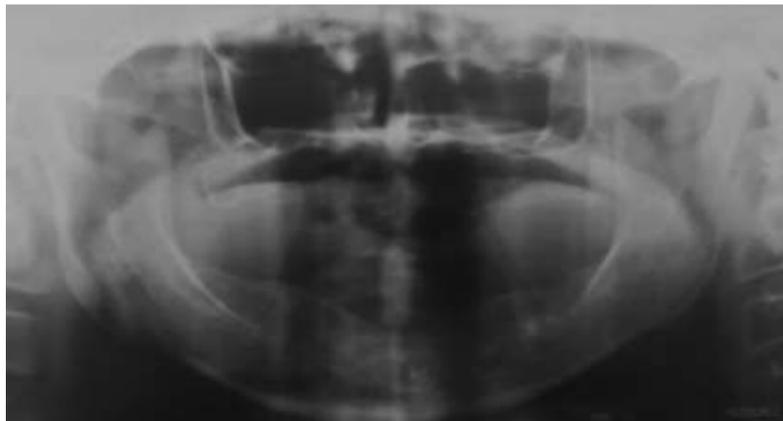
Radiografia panorâmica/ausência bilateral das eminências articulares
